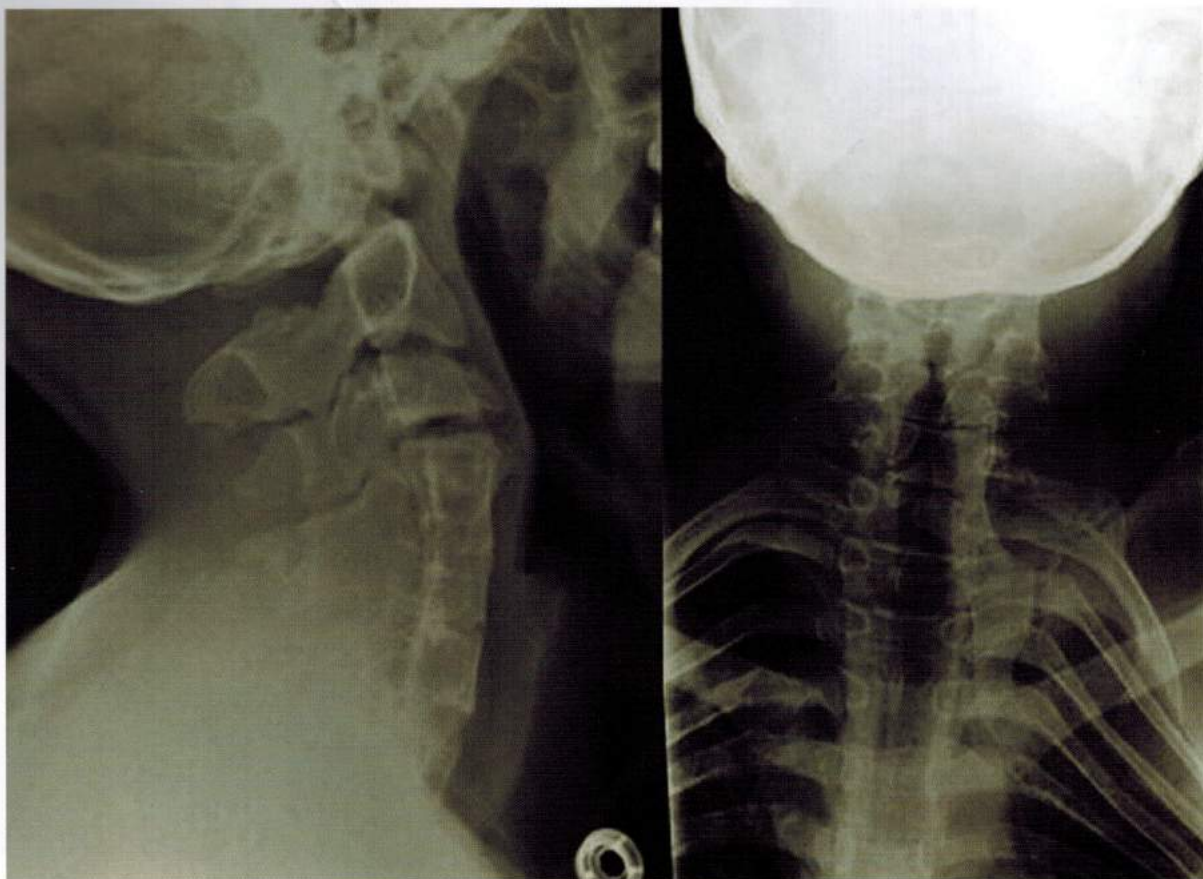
Рентгенограмма шейного и грудного отделов позвоночника при синдроме Клиппеля–Фейля
